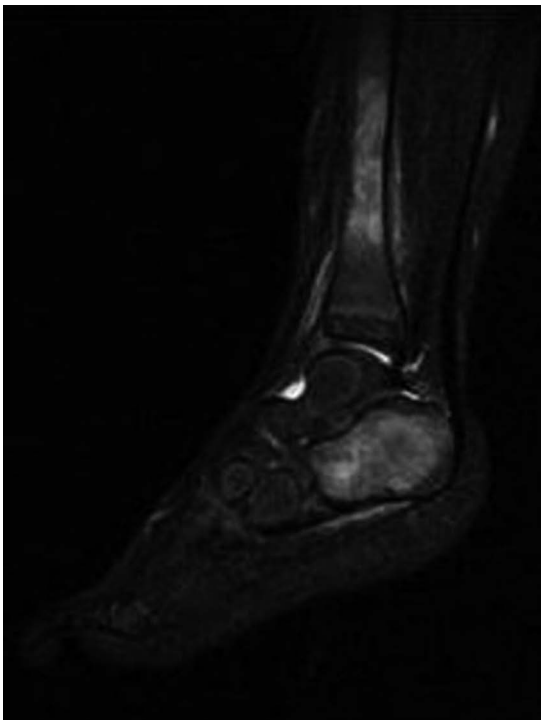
MRI. 脂肪抑制像. 踵骨から脛骨骨幹内に不均一な信号変化を認めた.
